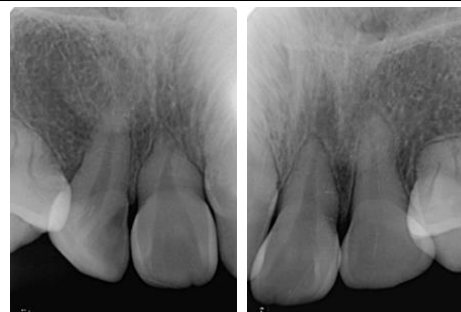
Abril 2019. Radiografías retroalveolares 1.2, 2.1 y 2.2 de seguimiento.
